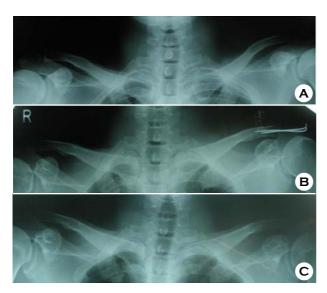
(A) Radiograph of 48 years old male patient. Left acromioclavicular joint dislocation was noted.
